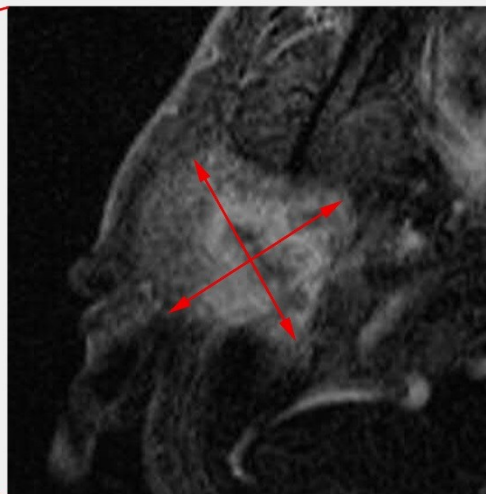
Tumorvermessung im MRT; dargestellt sind der zeitliche Verlauf der Kontrastmittel-Anreicherung im Tumor sowie die axialen Durchmesser ( $\leftrightarrow$ ) in der Subtraktionssequenz
